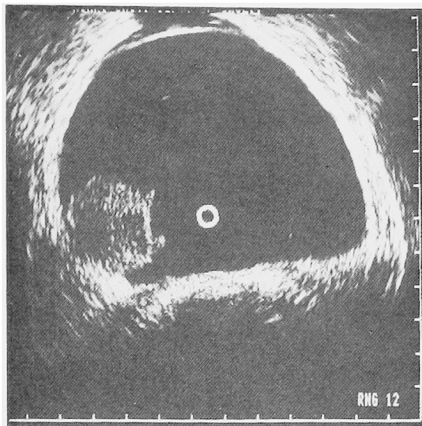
Transurethral ultra-sonography; basal layer of the bladder is irregular.
